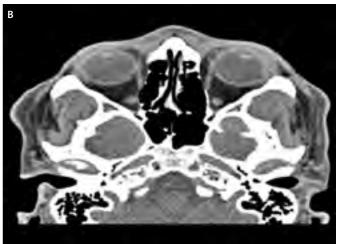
TC orbitaria. A: celulitis preseptal izquierda con colección abscesificada de 24 x 6 mm en la cara interna del tarso. B: resolución completa de la colección subpalpebral
